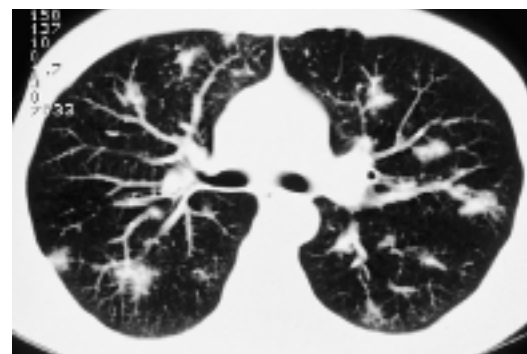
Typisches CT bei Kaposi-Sarkom mit flauen, nodulären Infiltraten im Verlauf des bronchovaskulären Bündels.
